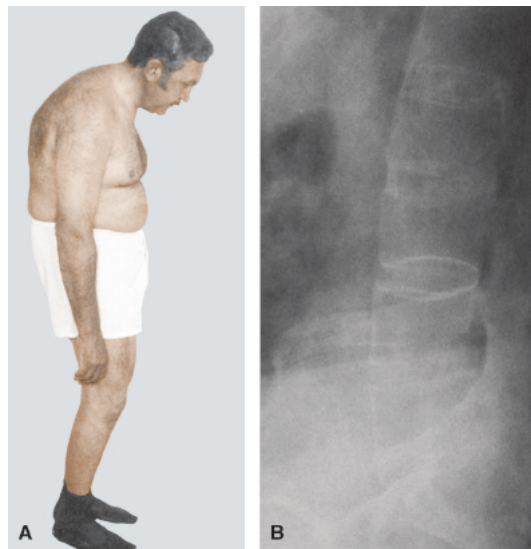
Espondilite anquilosante. A. Paciente na "posição de esquiador". B. Radiografia mostrando o aspecto em bambu com calcificação dos ligamentos anteriores e posteriores.
